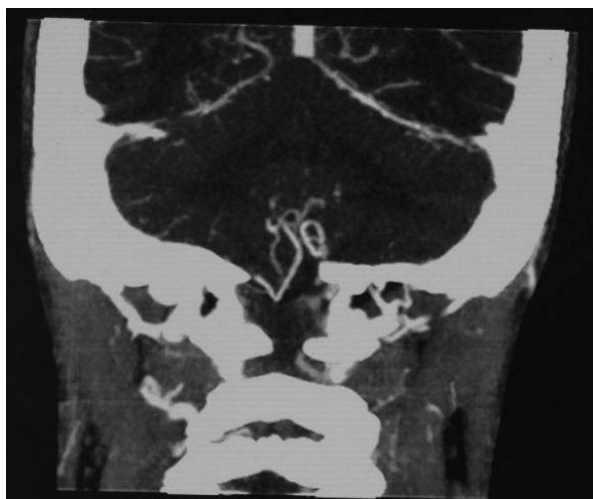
МСКТ-АГ коронарная проекция больного П-ова В.Д., 15 лет (и/б № 1591-2004): опущение ЗНМА ниже линии Мак-Рея
